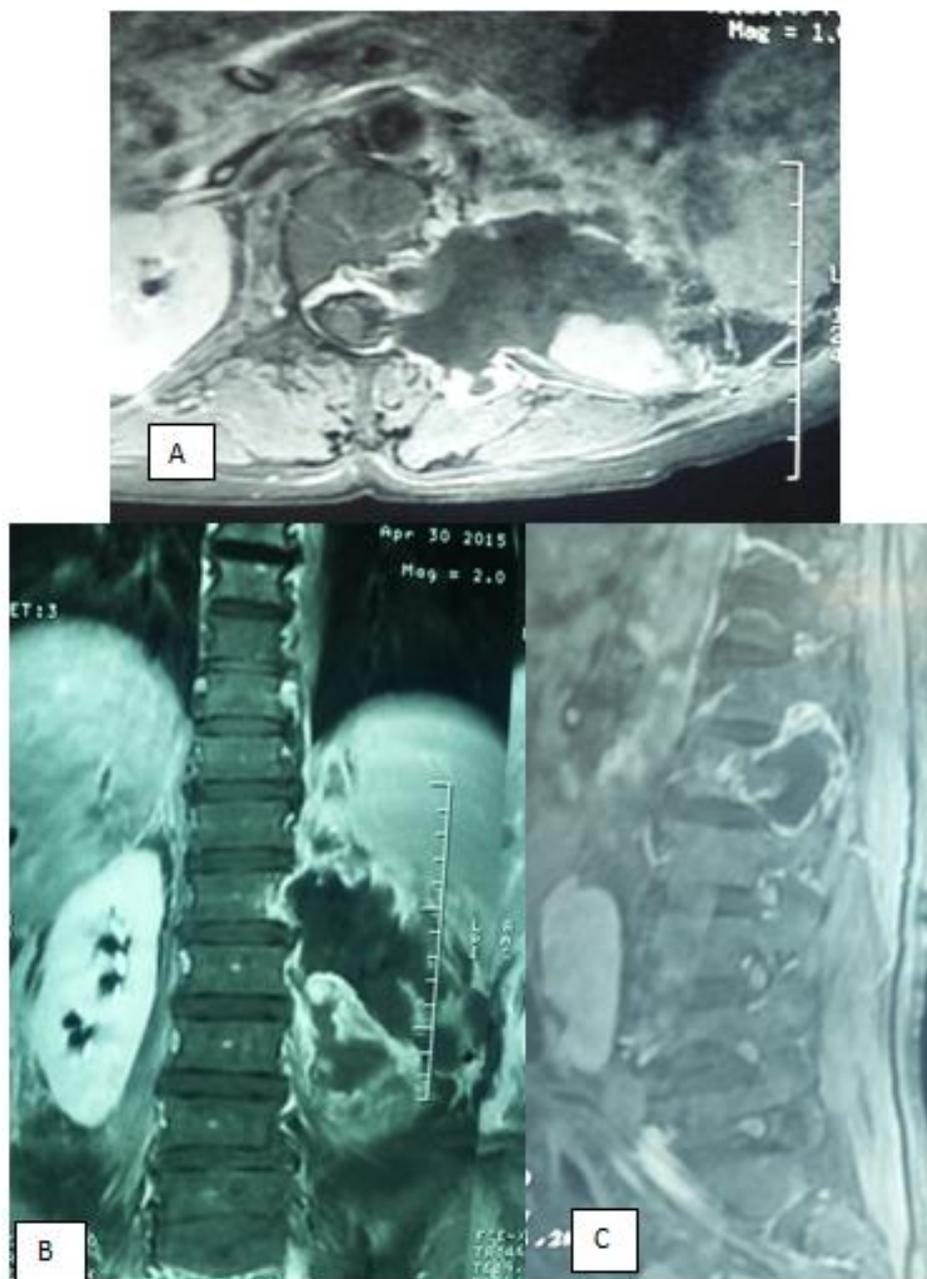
IRM post opératoire de contrôle en coupe axiale séquence T2(A) coupe coronale avec injection de gadolinium (B) et coupe sagittale avec injection de gadolinium (C) montrant l'exérèse complète de la lésion (angiolirome)
